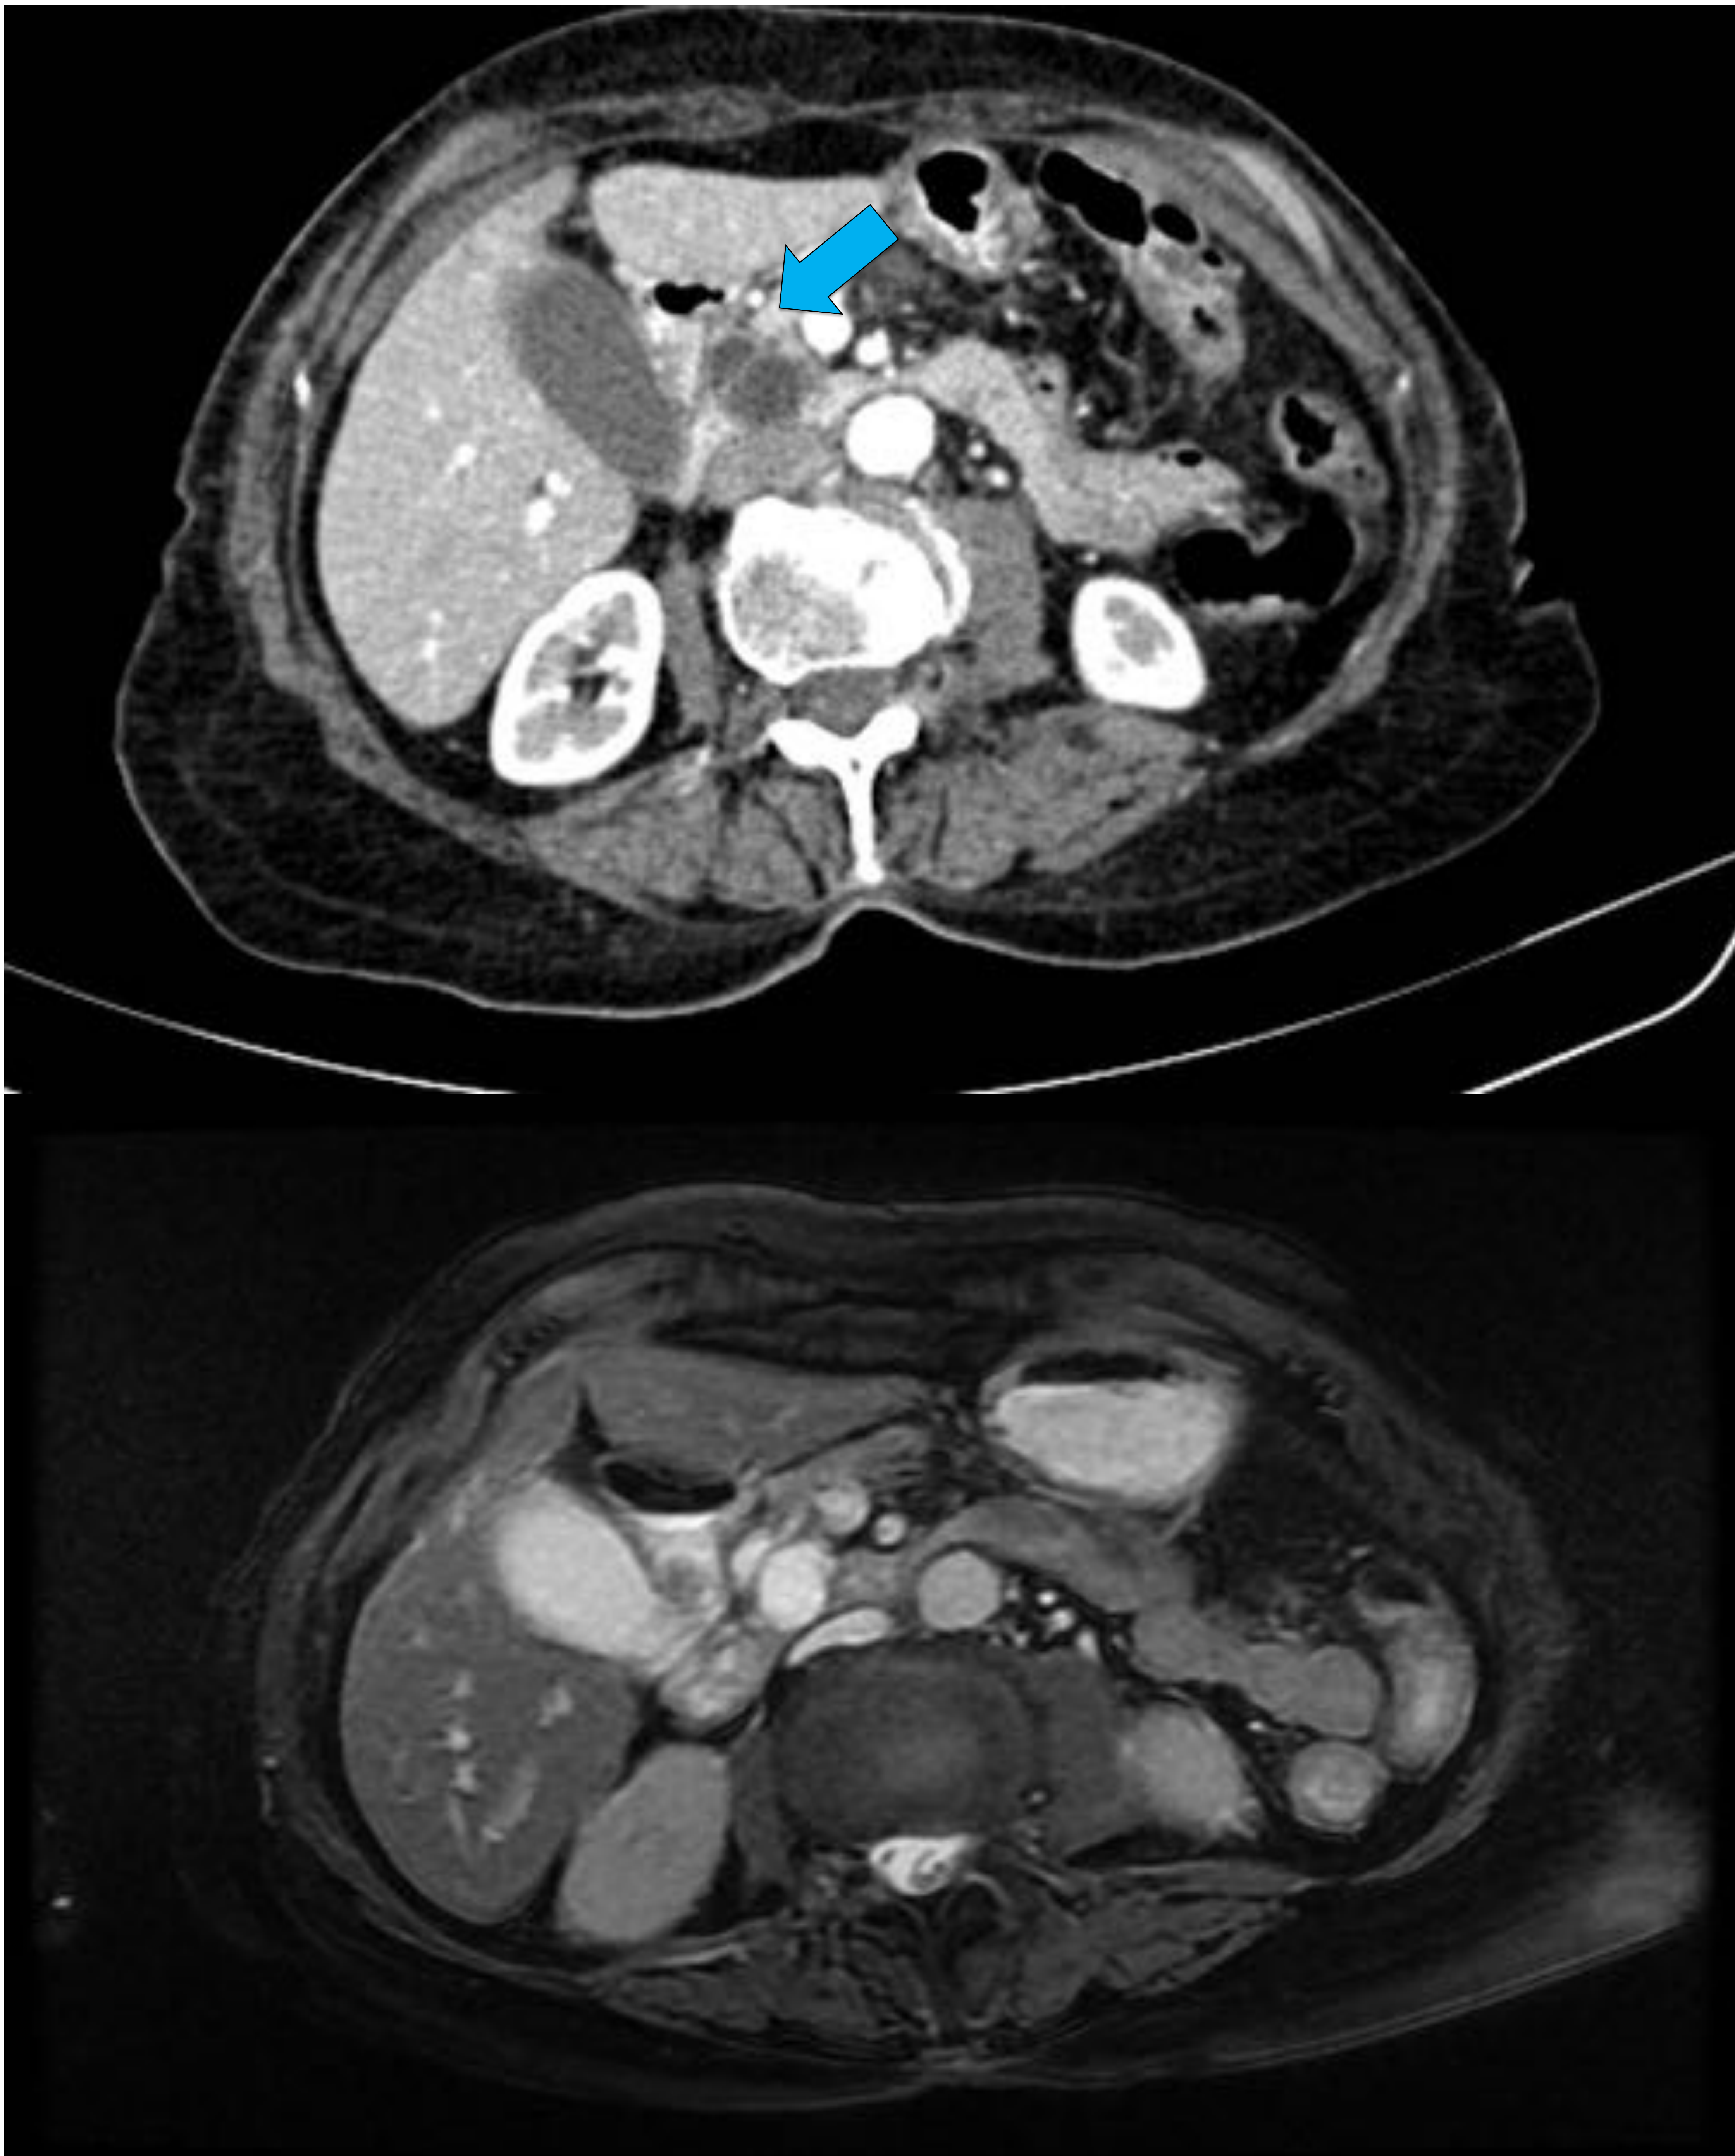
Lesión quística en cabeza pancreática. La imagen de arriba (TC) es una lesión hipodensa solitaria con dos compartimentos divididos entre ellos por un fino tabique. La imagen inferior (RM) confirma su naturaleza quística porque se observa hiperintensa en imagen potenciada en T2. Esta lesión no se comunica con el conducto pancreático. Hallazgos radiológicos sugestivos de neoplasia mucinosa, aunque no sea la localización más típica. Hospital Universitari de Tarragona Joan XXIII/ES.
